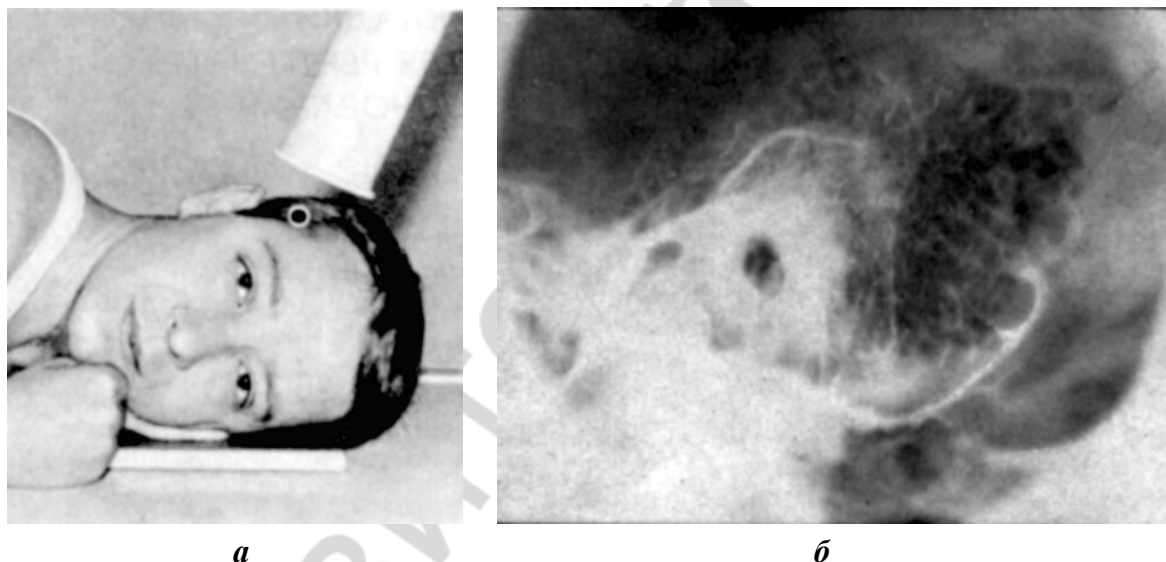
Рентгенография височной кости в косой проекции:
